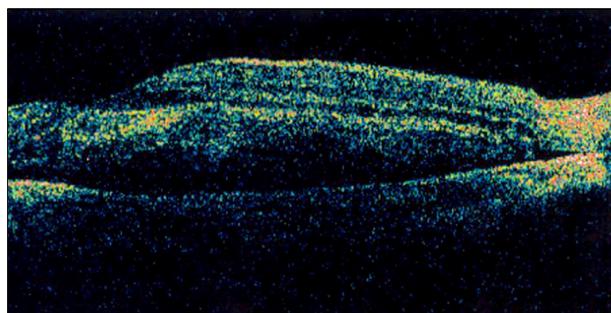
Optical coherence tomograph (OCT) of the right eye, two days after exposure to laser beam. There was neuro-sensory retinal detachment with a macular edema.
